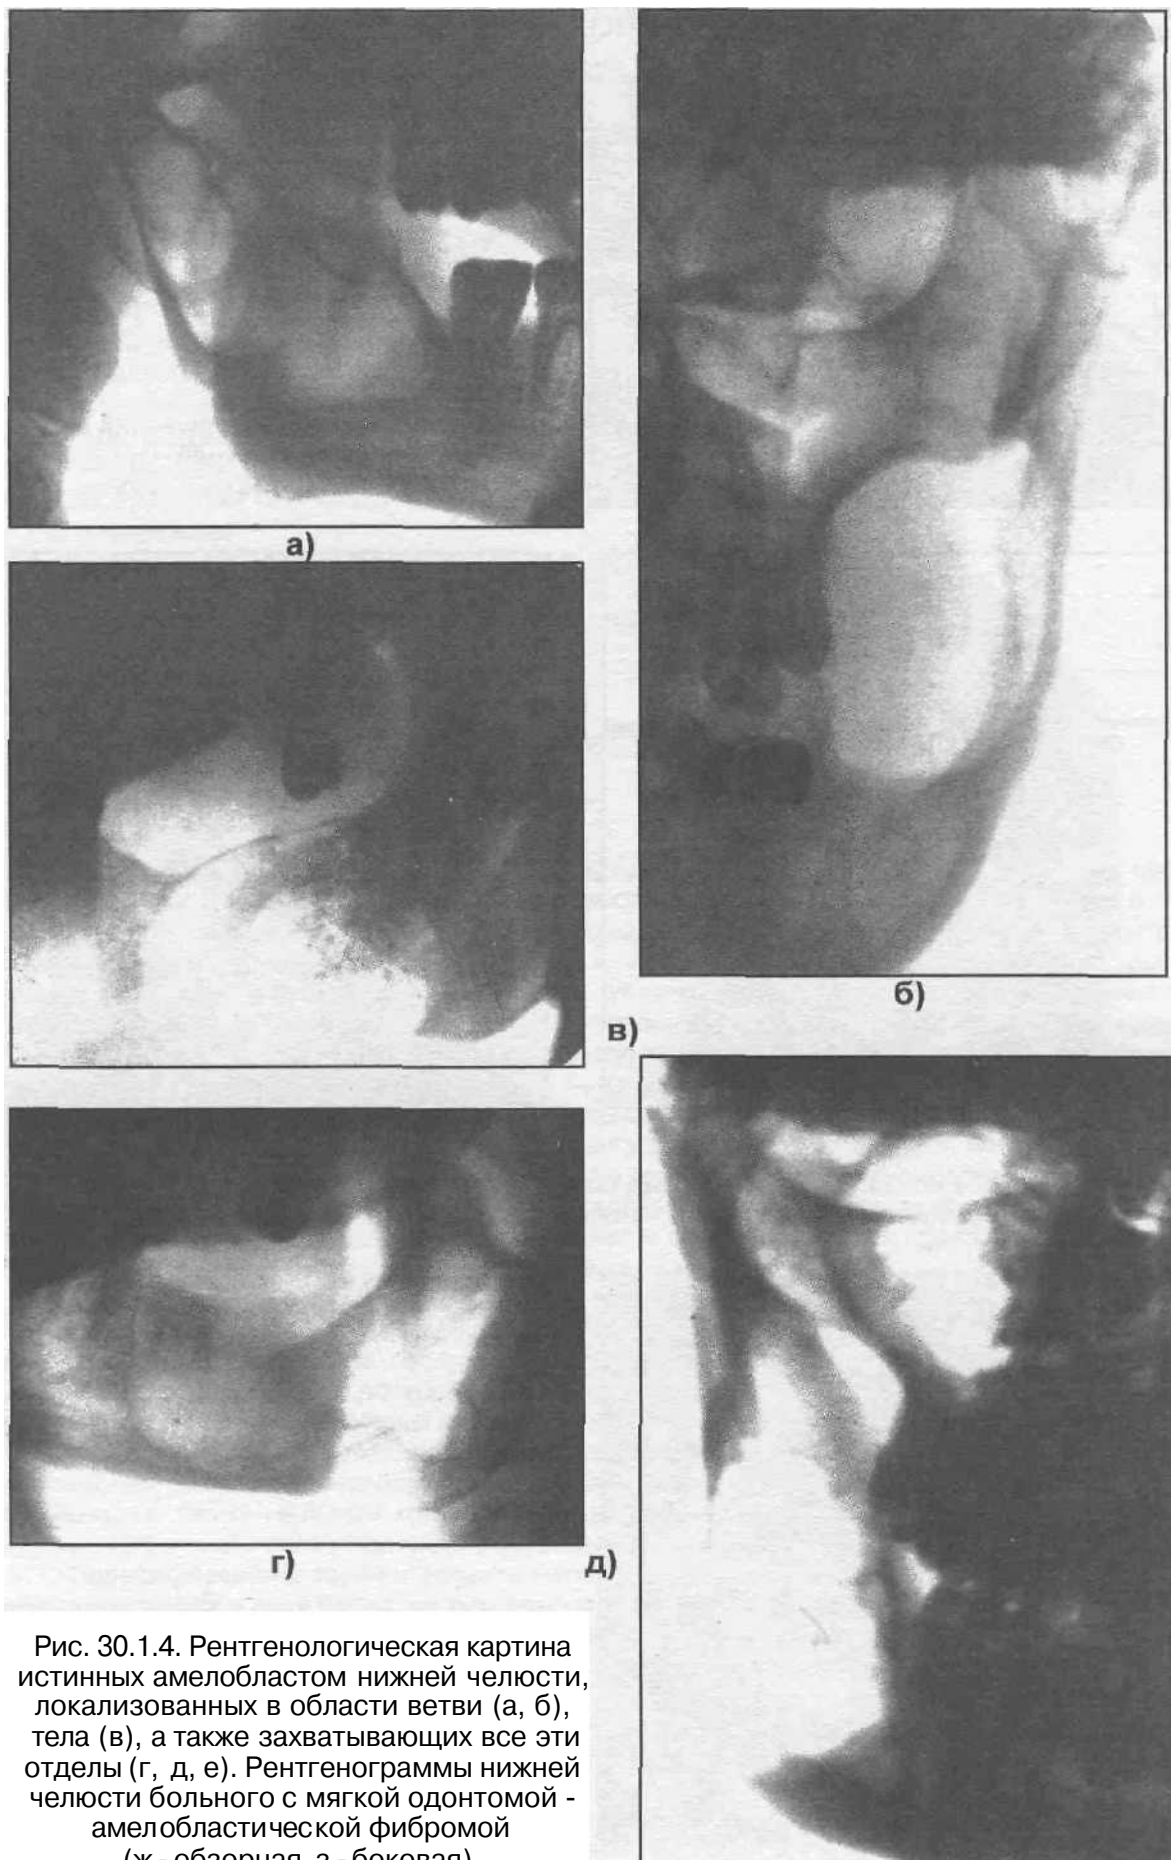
Рентгенологическая картина истинных амелобластом нижней челюсти, локализованных в области ветви (а, б), тела (в), а также захватывающих все эти отделы (г, д, е). Рентгенограммы нижней челюсти больного с мягкой одонтомой - амелобластической фибромой (ж - обзорная, з - боковая).
